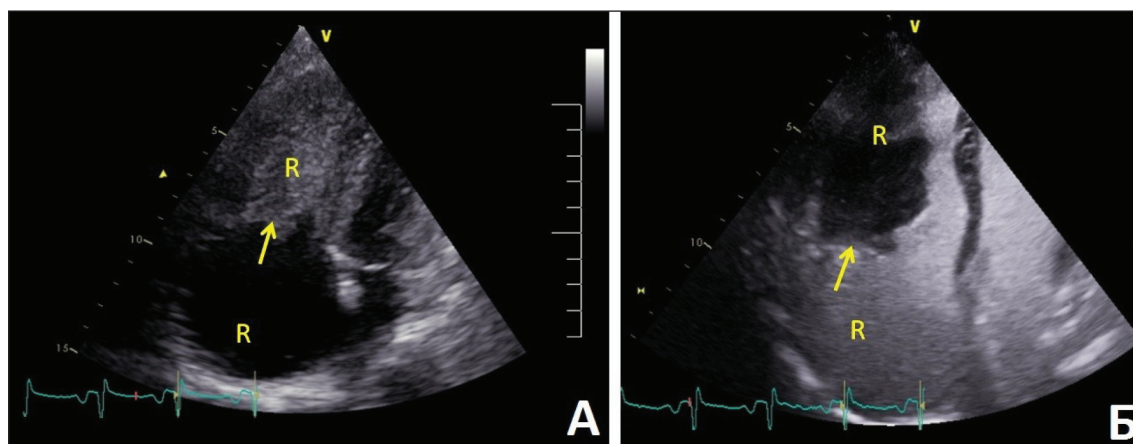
Эхокардиография: А – до введения контрастного препарата. Объемное образование правого желудочка, полностью выполняющее просвет, указано стрелкой; Б – после введения контрастного препарата. Объемное образование правого желудочка, полностью выполняющее просвет, указано стрелкой
